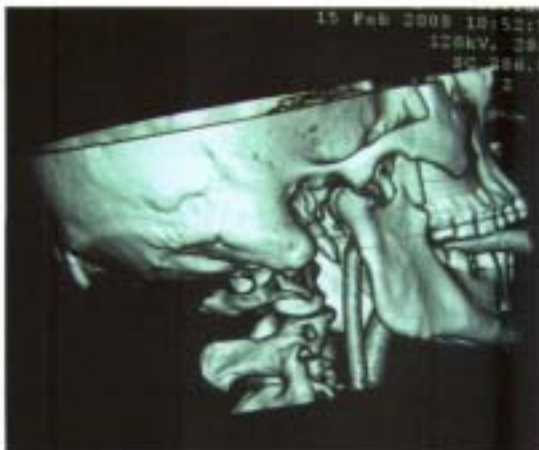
Reconstructie CT-3D
